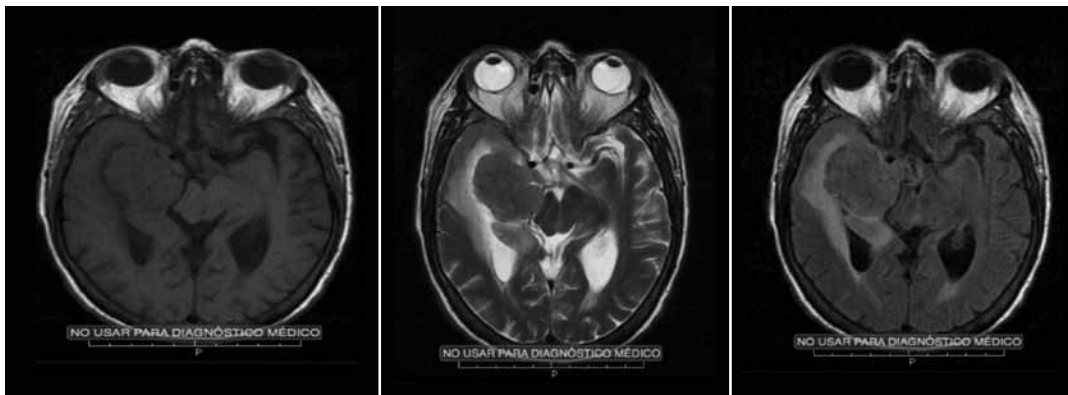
IRM cerebral simple en secuencias T1, T2 y FLAIR respectivamente.
